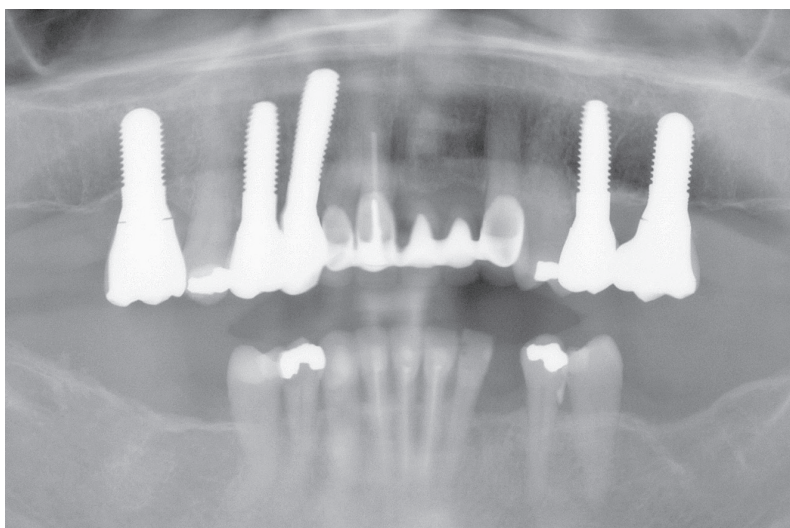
Röntgenkontrollaufnahme der definitiven Restaurationen.
